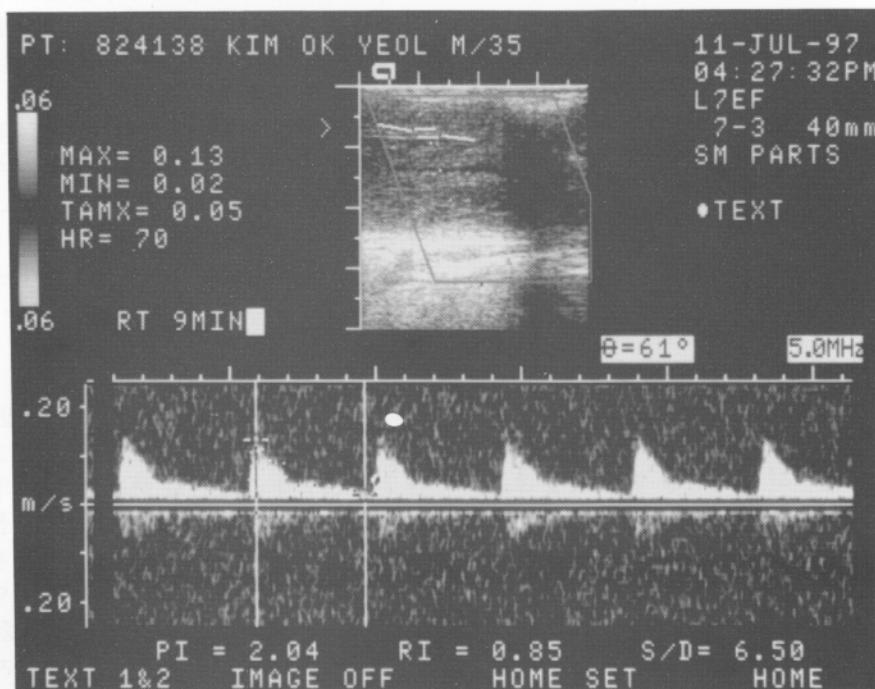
Penile Duplex ultrasonography showing low arterial blood flow
